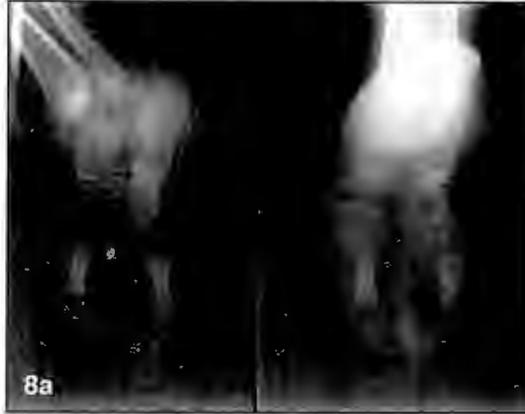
Radiografías de ambos pies con ectrodactilia de paciente con EEC, sólo se observan 2 metatarsianos.
